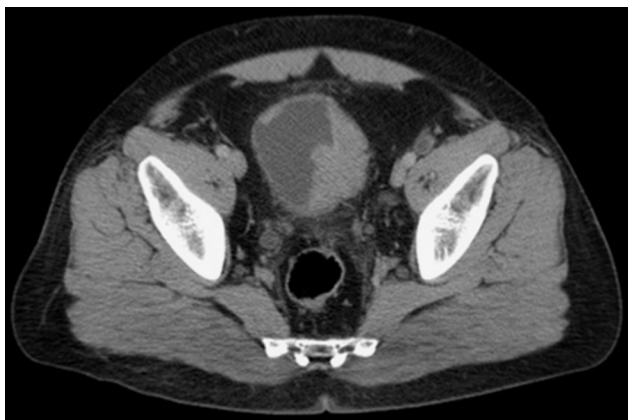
TAC de abdomen contrastada donde se aprecia infiltración tumoral en vejiga.
